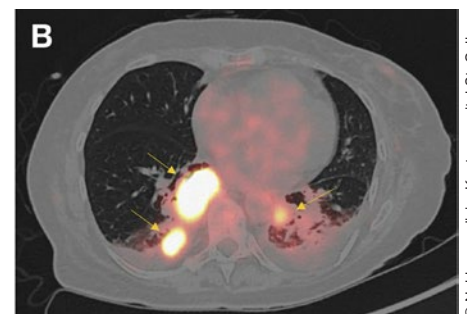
A) Computertomogramm des Thorax, Transversalebene: pulmonale hilomedastinale und pleuraständige Raumforderungen der rechten Lunge (Pfeile). B) Positronen-Emissions-Tomographie mit Computertomographie (PET/CT) des Thorax, Transversalebene: kräftiger 18F-Fluorodesoxyglukose-(FDG-)Uptake der pulmonalen hilomedastinalen und pleuraständigen Raumforderungen beidseits (Pfeile).
